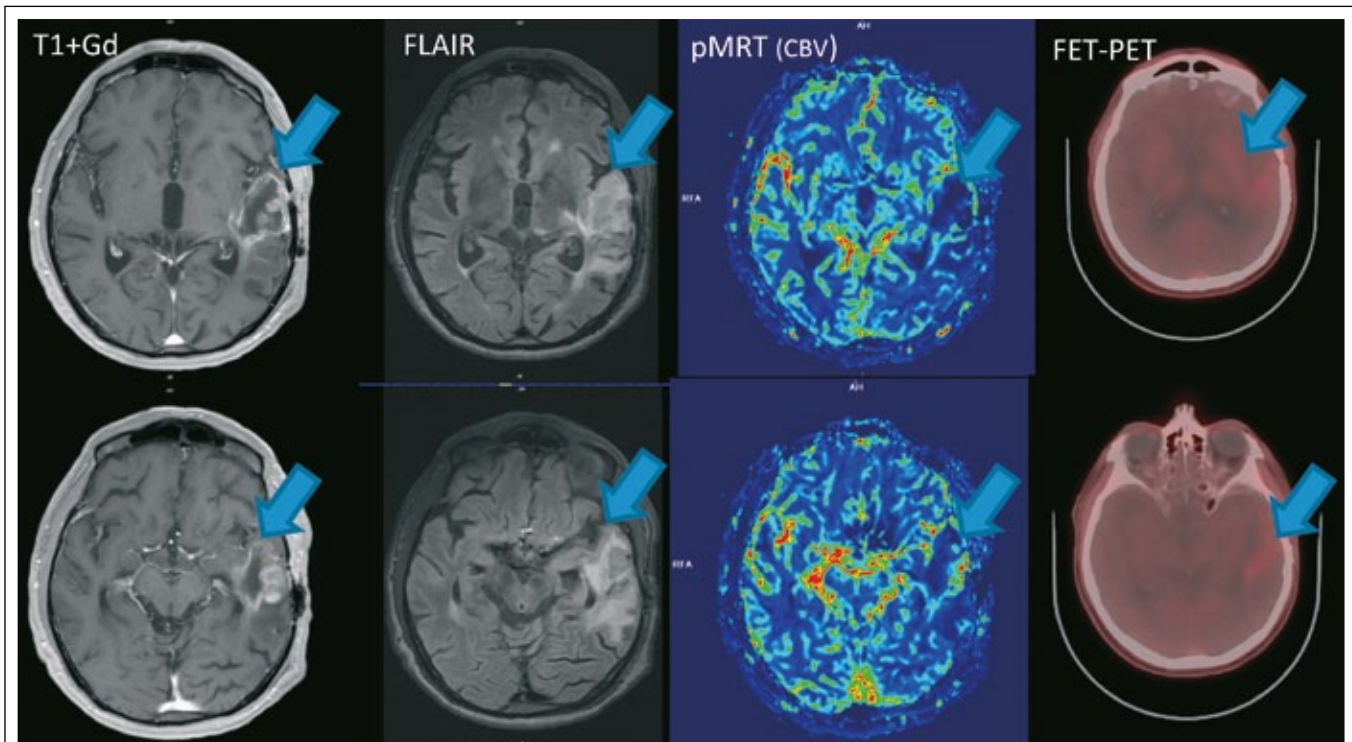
Follow-up-Imaging vom Mai 2014: MRT + KM, MRT-FLAIR und pMRT, sowie FET-PET zeigen nach wie vor keine eindeutigen Hinweise auf Tumoraktivität. Vergleiche Abb. 2 und 3 (Tumorbereich mit Pfeil markiert)
